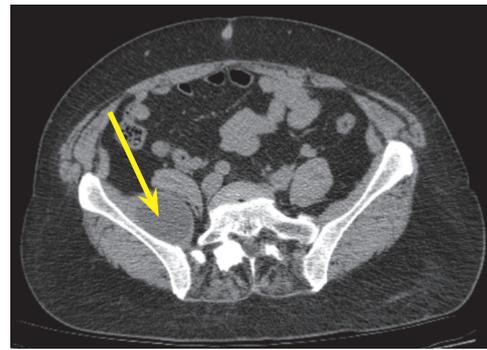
Мультиспиральная компьютерная томография. Образование в *m. psoas* в аксиальной проекции
